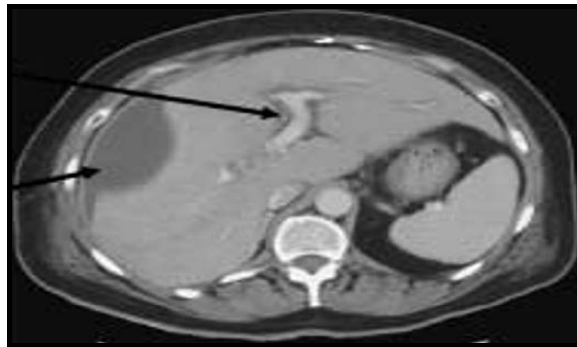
Coupe axiale : TDM réalisée à J12 montrant l'infiltration au niveau du tronc porte et de ses branches de division, ainsi que la constitution d'un pseudo kyste hépatique droit
